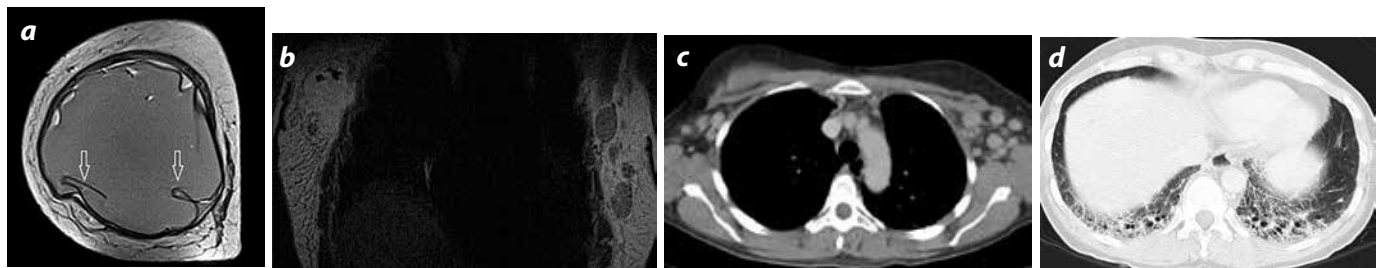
ASIA, antecedente de implantes mamarios hace 5 años. Un mes de evolución de síntomas inespecíficos, artralgias y mialgias. Marcadores inmunológicos negativos para una condición reumática conocida. a y b) RM imágenes coronales con información T2 y sagital con información T1, con medio de contraste: signos de ruptura intracapsular (flechas), adenomegalias axilares. c y d). TAC de tórax: adenomegalias axilares bilaterales y cambios intersticiales de las bases pulmonares. La biopsia de músculo estriado y de ganglios axilares mostró mioscititis y linfadenitis por silicona. Esta paciente reunía dos de los criterios mayores propuestos por Shoenfield y colaboradores, para el diagnóstico de ASIA.
